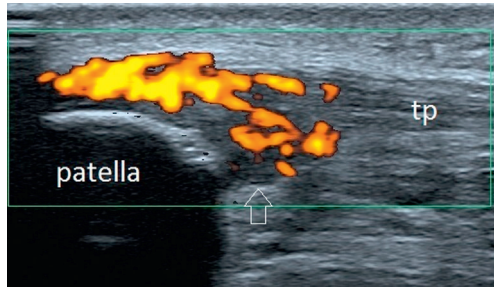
Enthésopathie patellaire proximale en échographie-doppler.
